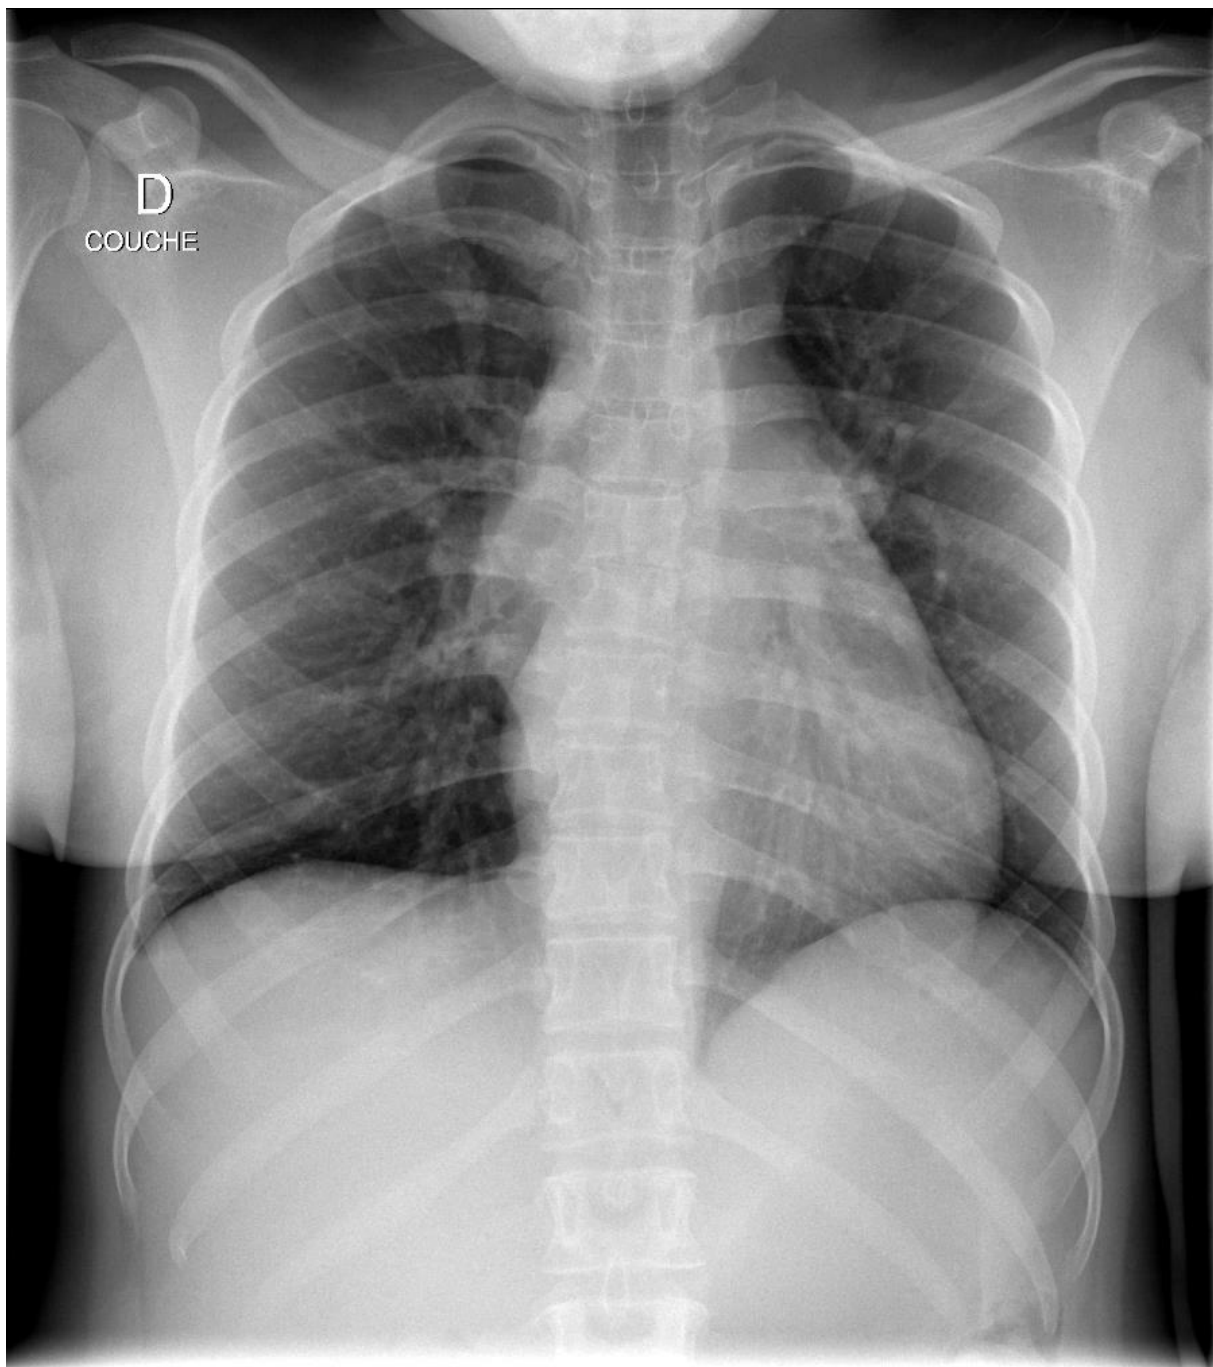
radiographie thoracique de face (16/06/2011)
